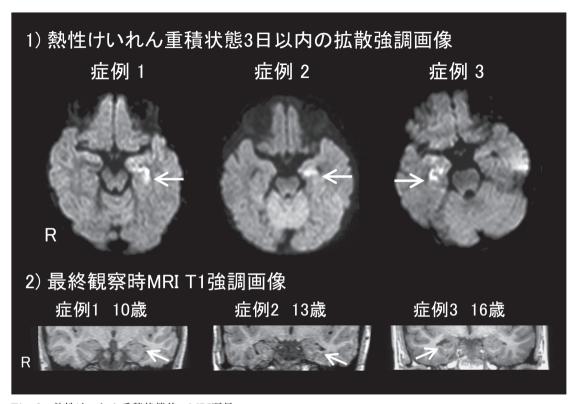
熱性けいれん重積状態後のMRI所見
